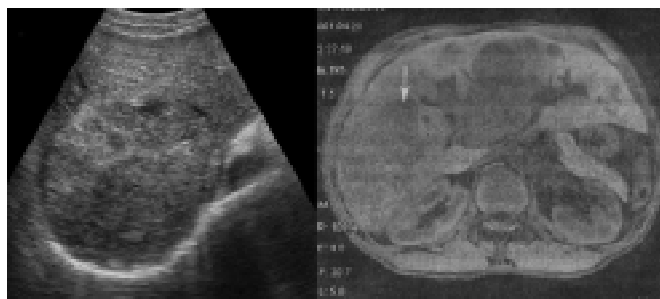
Ультразвукове і КТ-зображення гепатоцелюлярного раку печінки представлено у вигляді утвору кулясто-овальної форми неоднорідної структури з гіпоехогенною облямівкою
